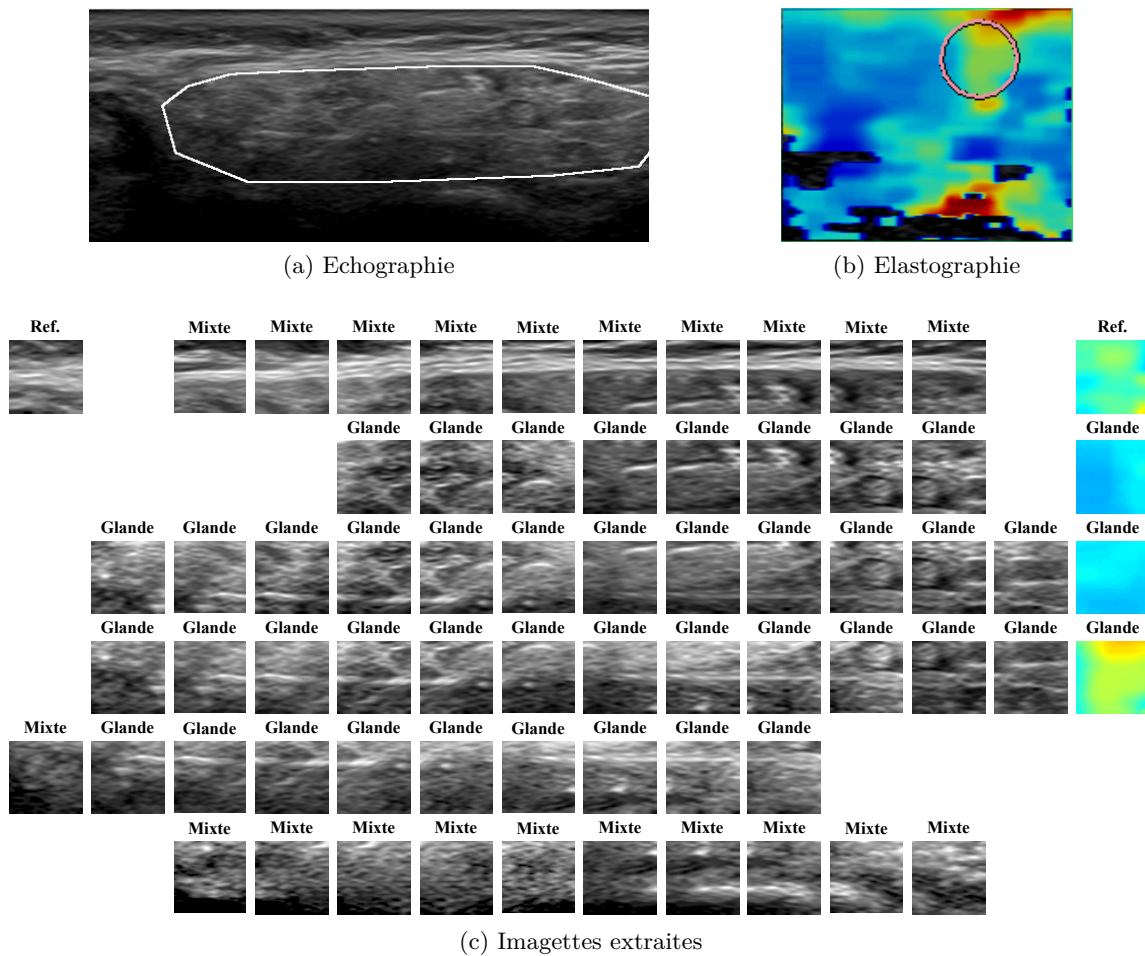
Imagettes d'une glande parotide malade tirées de l'échographie (a), de l'élastographie (b) et étiquetée en trois catégories (voir les sections 3.3.2 et 3.3.3 pour plus d'information) : « Glande », « Mixte » et « Référence ».
